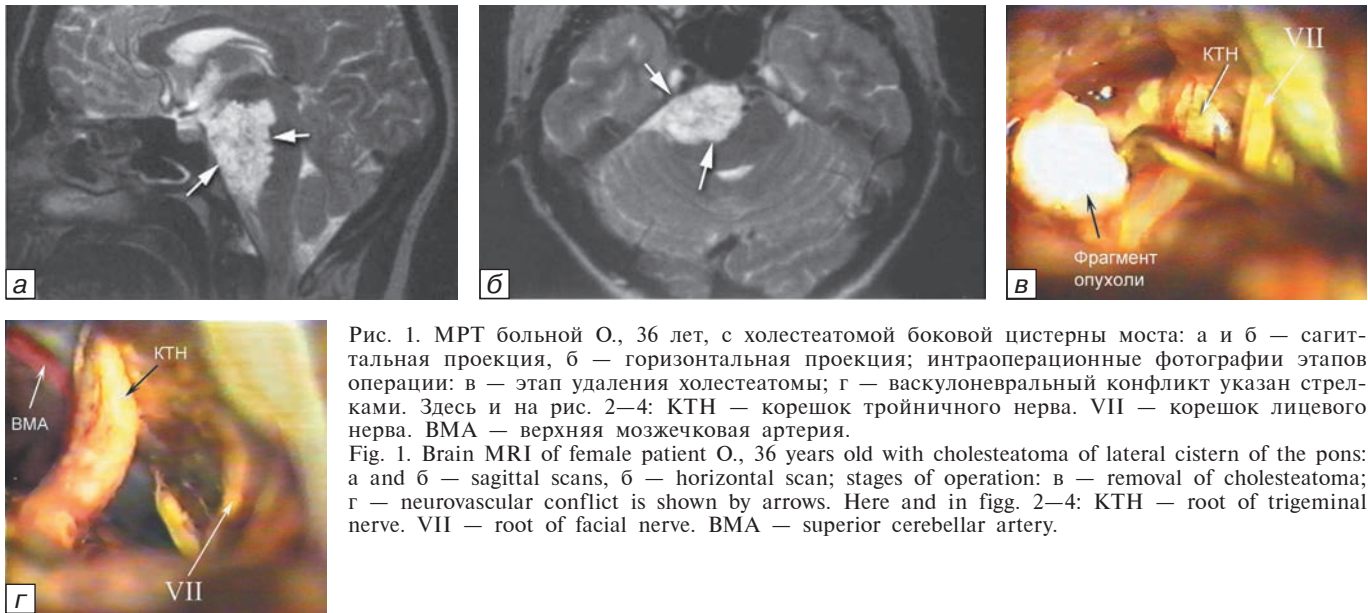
МРТ больной О., 36 лет, с холестеатомой боковой цистерны моста: а и б — сагиттальная проекция, б — горизонтальная проекция; интраоперационные фотографии этапов операции: в — этап удаления холестеатомы; г — васкулоневральный конфликт указан стрелками. Здесь и на рис. 2—4: КТН — корешок тройничного нерва. VII — корешок лицевого нерва. ВМА — верхняя мозжечковая артерия.
